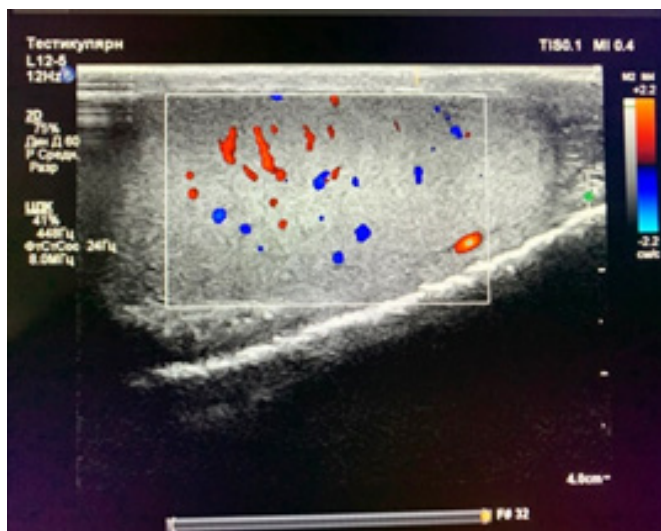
УЗИ с цветным дуплексным сканированием.
